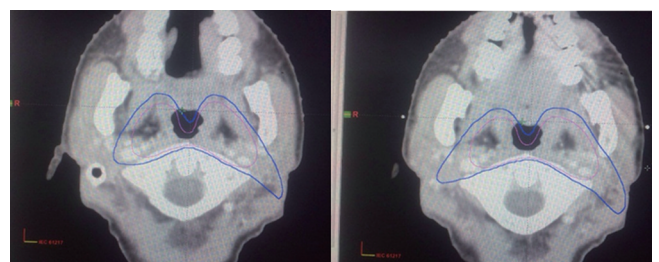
常规勾画组CTV1和C-CTV2勾画的典型CT横断面(紫色代表CTV1,深蓝色代表C-CTV2)
